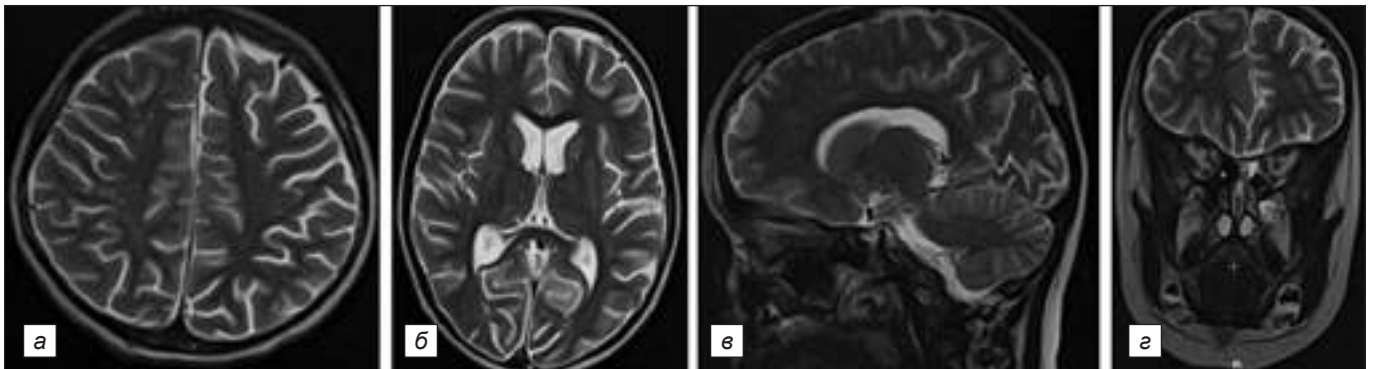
МРТ головы пациента М., 6 лет, перед выпиской из стационара: *a, б* – аксиальные срезы; *в* – парасагиттальный срез; *г* – коронарный срез. Интракраниальные гнойные очаги не визуализируются.
